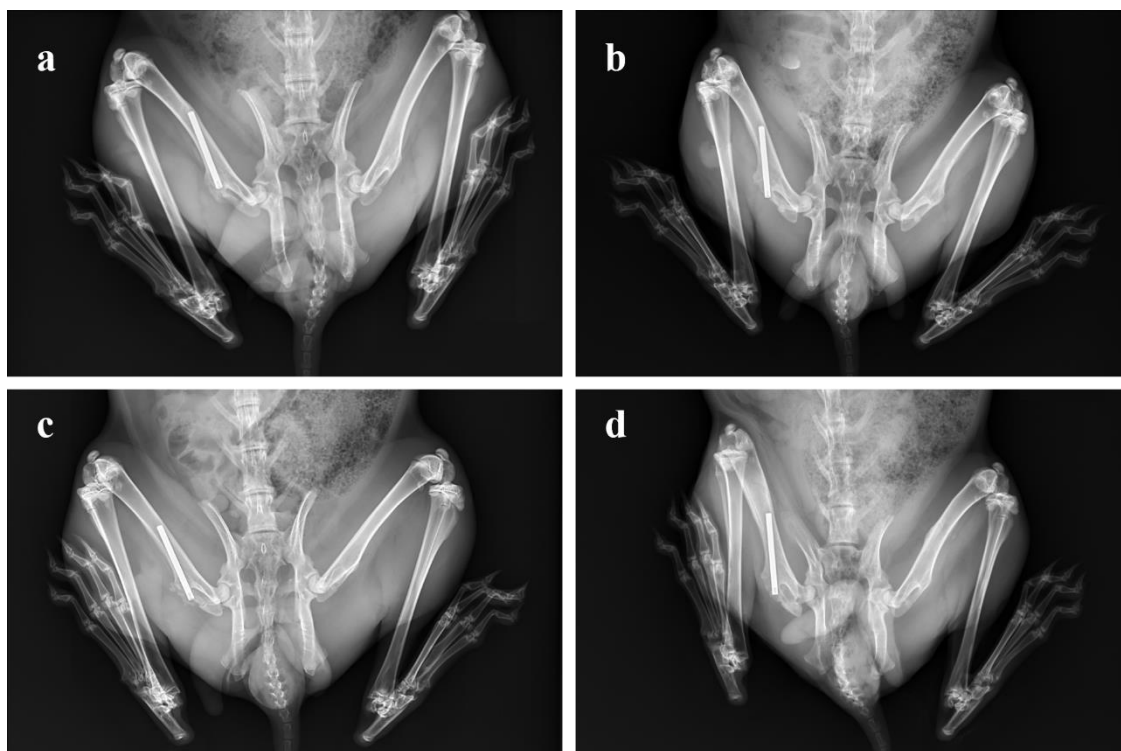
Radiografías dorsoventrales de los conejos con un implante de Ti-6Al-4V PQ (a-b) o de Ti-6Al-4V NTc (c-d) con (b, d) o sin infección (a, c) por *P. aeruginosa* para la monitorización de los niveles de Al total en la orina.
